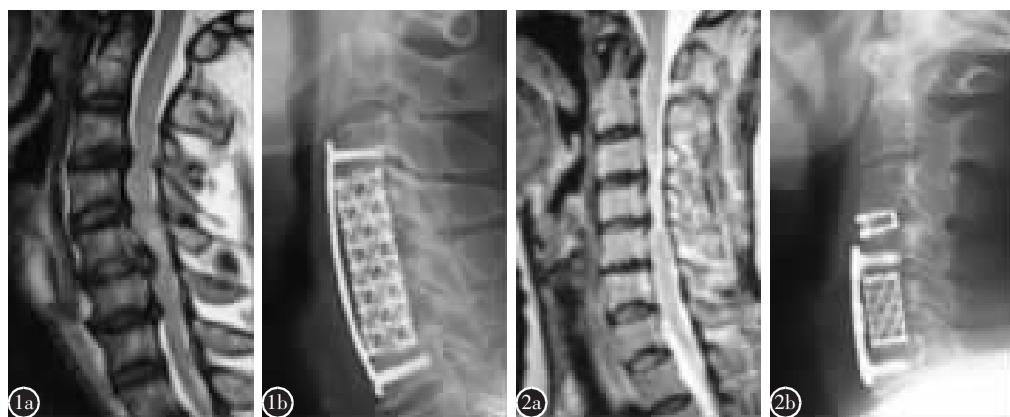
a 术前 MRI 示 C3/4、C4/5、C5/6 椎间盘向后突出,压迫硬膜,以 C5 后缘为著,脊髓已呈高信号改变 b C4、C5 椎体次全切除长钛网植骨钢板内固定术后 3 个月颈椎侧位 X 线片示植骨块位置良好,骨性融合,钢板及钛网无明显移位
